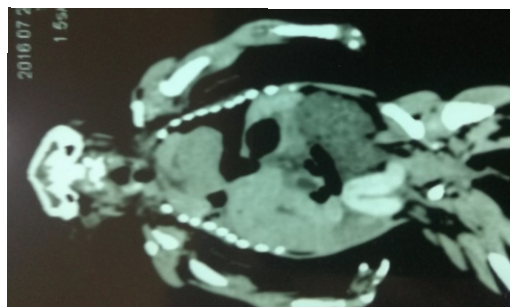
TAC general: hipoplasia pulmonar, riñón izquierdo poliústico hiperplásico, hígado presenta imágenes de quistes, aparente agenesia de riñón derecho.
